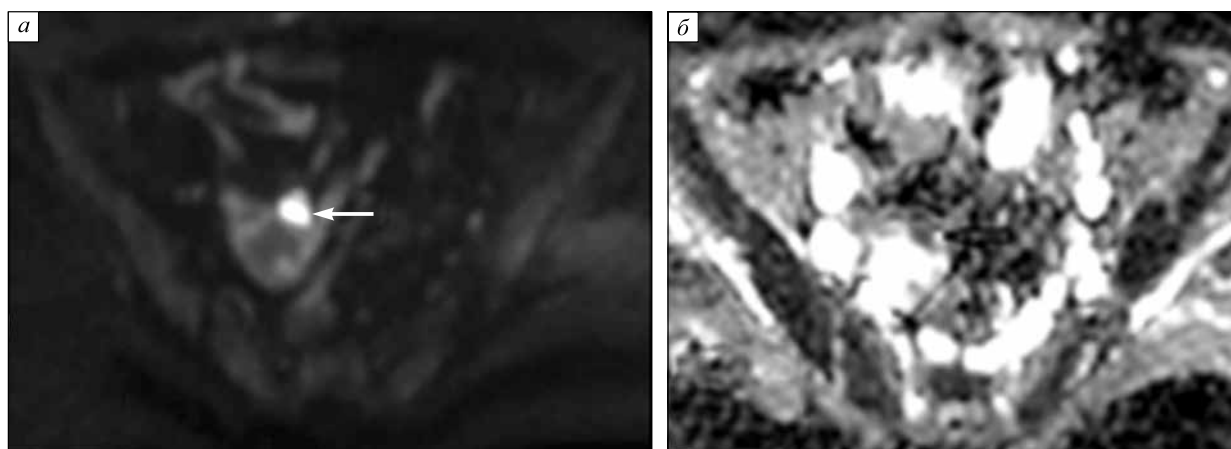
Рак яичников (аденокарцинома, умеренно дифференцированная): диффузионно-взвешенные изображения, ограничение диффузии от тканного компонента основного очага в левом яичнике (стрелка) (а); карта ИКД, значение ИКД от тканного компонента основного очага $0,7 \times 10^{-3} \text{ мм}^2/\text{с}$ (стрелка) (б)
